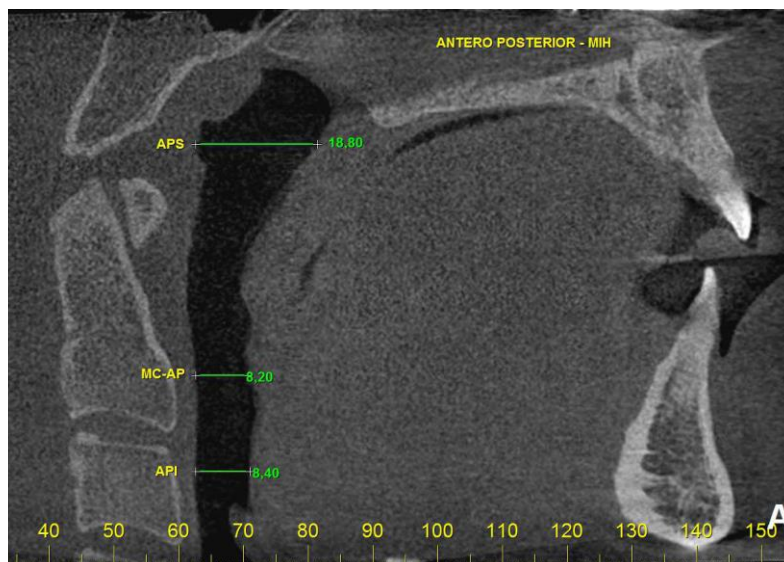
TC no corte sagital em MIH do paciente 01. APS: Antero-Posterior Superior; MC-AP: Máxima Constrição Antero-Posterior; API: Antero-Posterior Inferior
